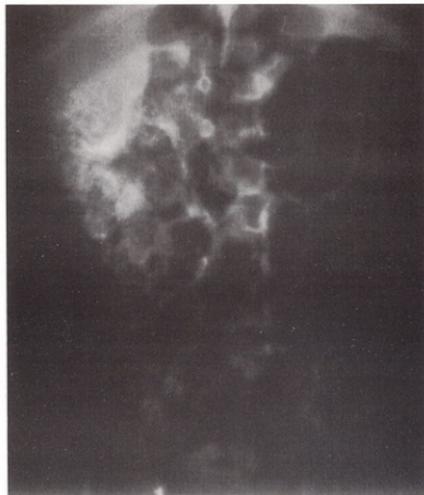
radiografía con imagen de riñón en esponja.
